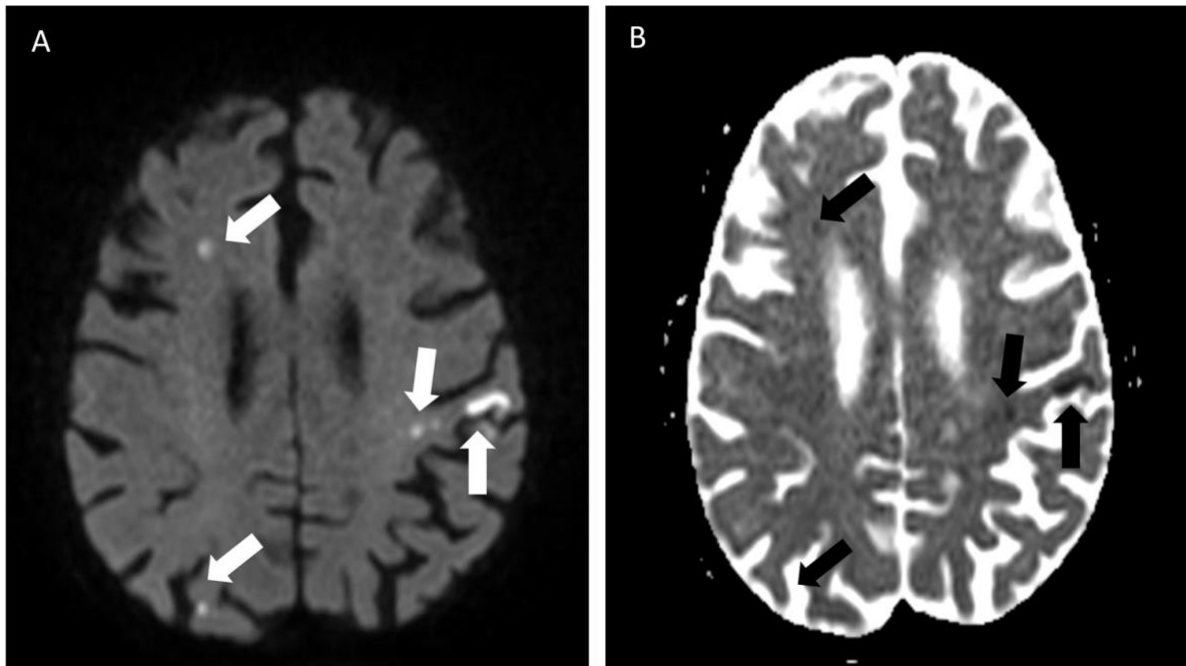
Axial MRI of the brain through the centrum ovale. A. Diffusion-weighted MRI and B. ADC map showing age-diverse multiple distal punctiform ischaemic lesions of presumed cardioembolic origin (white and black arrows). ADC : Apparent diffusion
